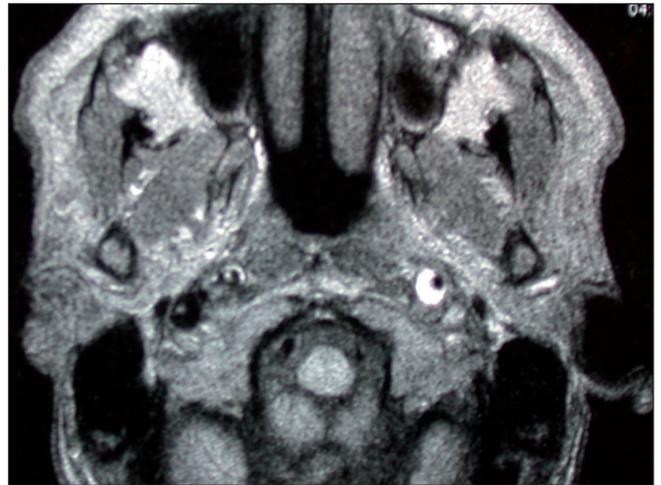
IRM sans injection en coupe axiale T1. Dissection de la carotide interne gauche : le croissant blanc représente l'hématome de paroi et le centre noir le flux circulant.
